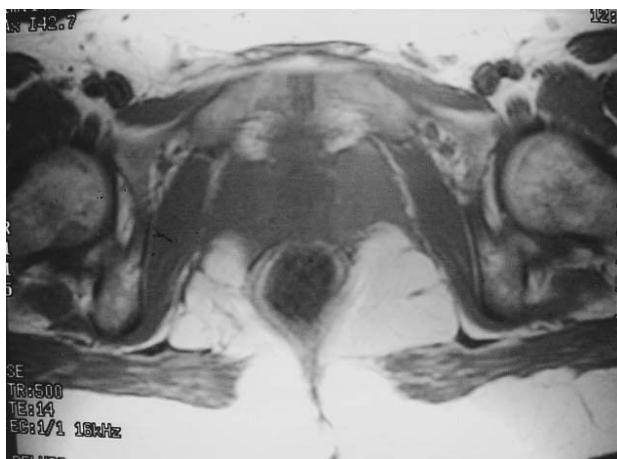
Resonancia magnética nuclear: podemos observar una masa en el suelo de la pelvis, en el lado izquierdo, prolongándose hacia la fosa ipsiorrectal, en íntima relación con la pared lateral de la vagina. Corte axial T1.
